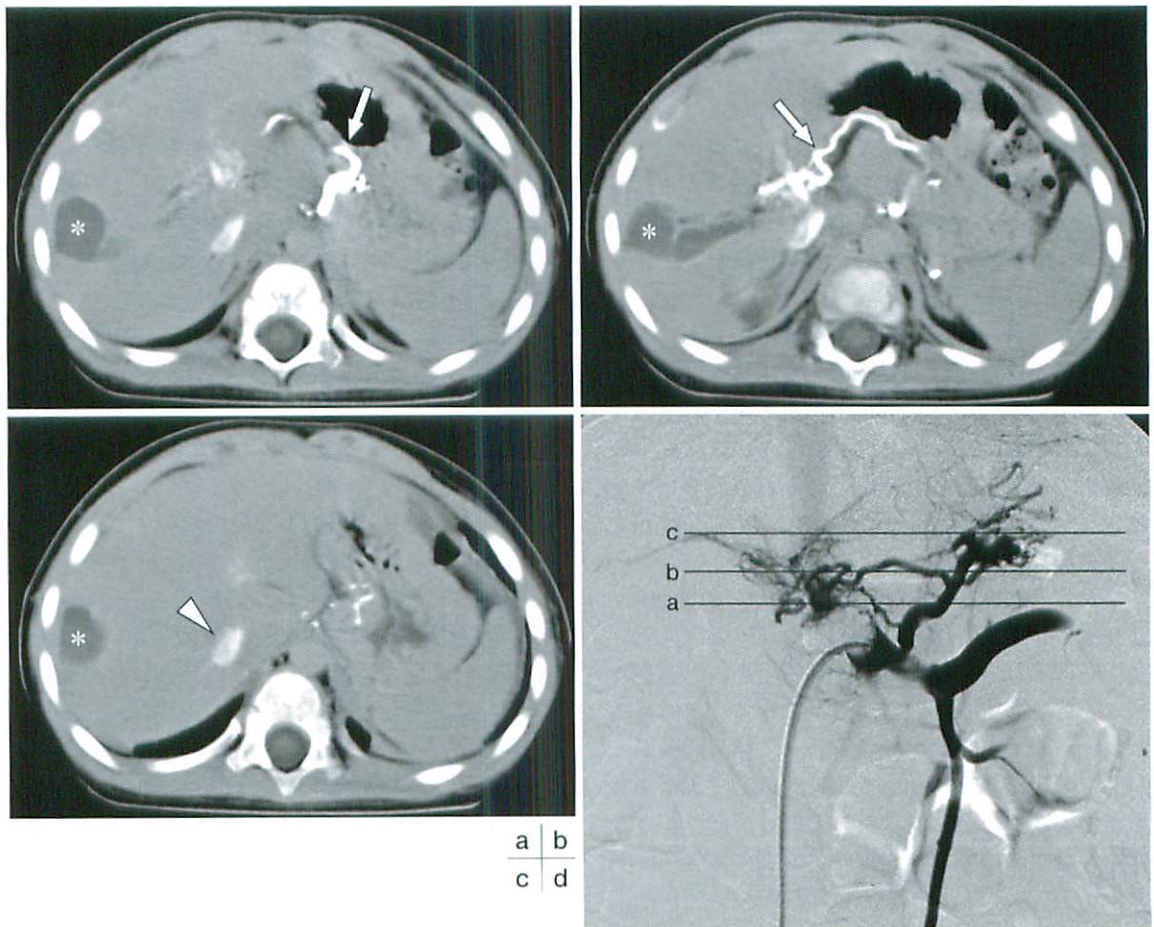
Findings of angio-CT
